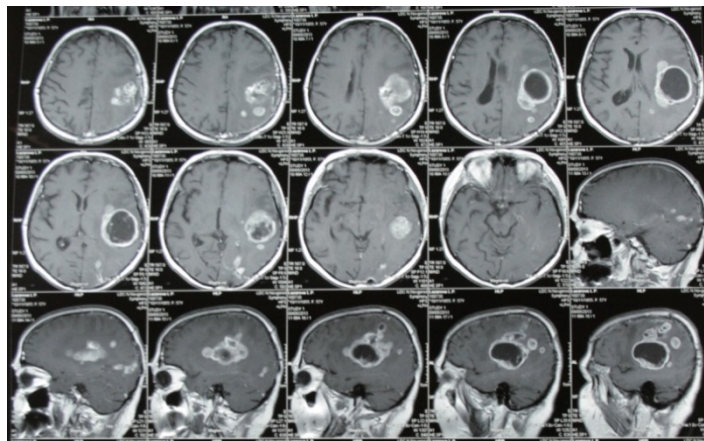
МРТ больной Л. с контрастным усилением от 03.08.13- продолженный рост глиобластомы теменной области слева
